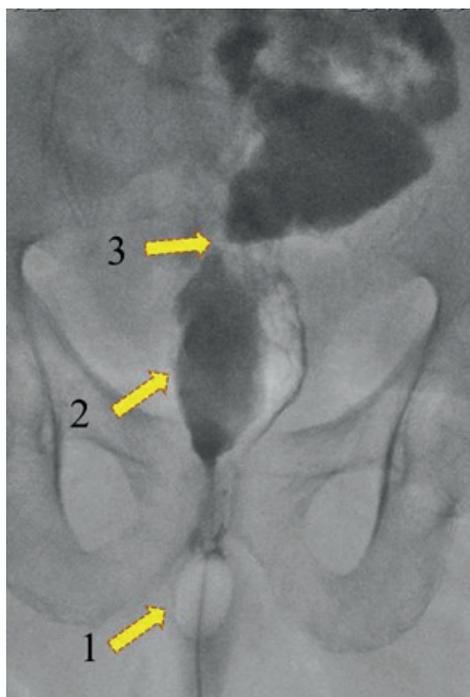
Снимок рентгенэнтерофистулографии (прямая проекция): 1 – раздутая манжетка катетера Фоллея, введенного в наружное отверстие свищевого хода, 2 – полость абсцесса малого таза, 3 – сообщение абсцесса малого таза с петлей тонкой кишки.
